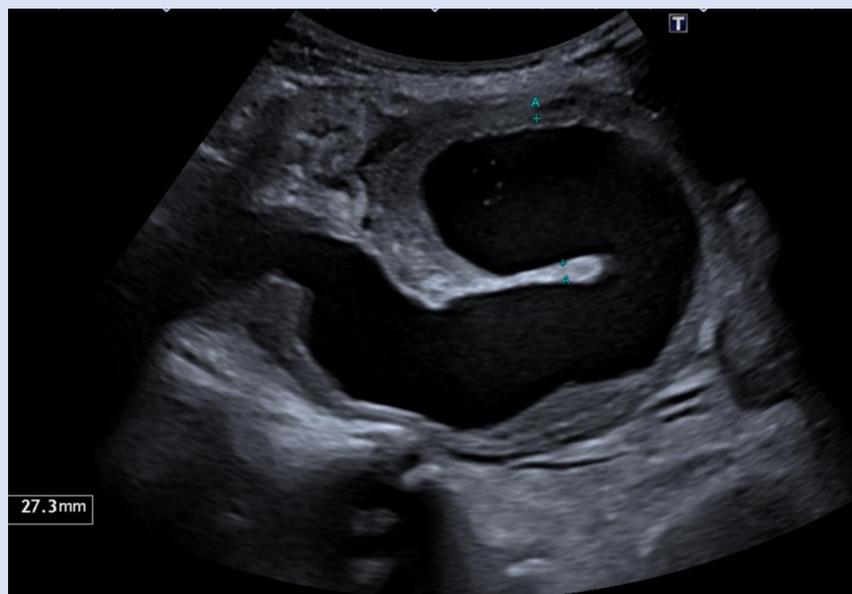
Megauréter izquierdo. Paciente con síndrome de Prunne Belly y trasplantado renal. Se realiza ecografía abdominal observando megauréter izquierdo de 27 mm de calibre, con contenido ecogénico en su interior.
